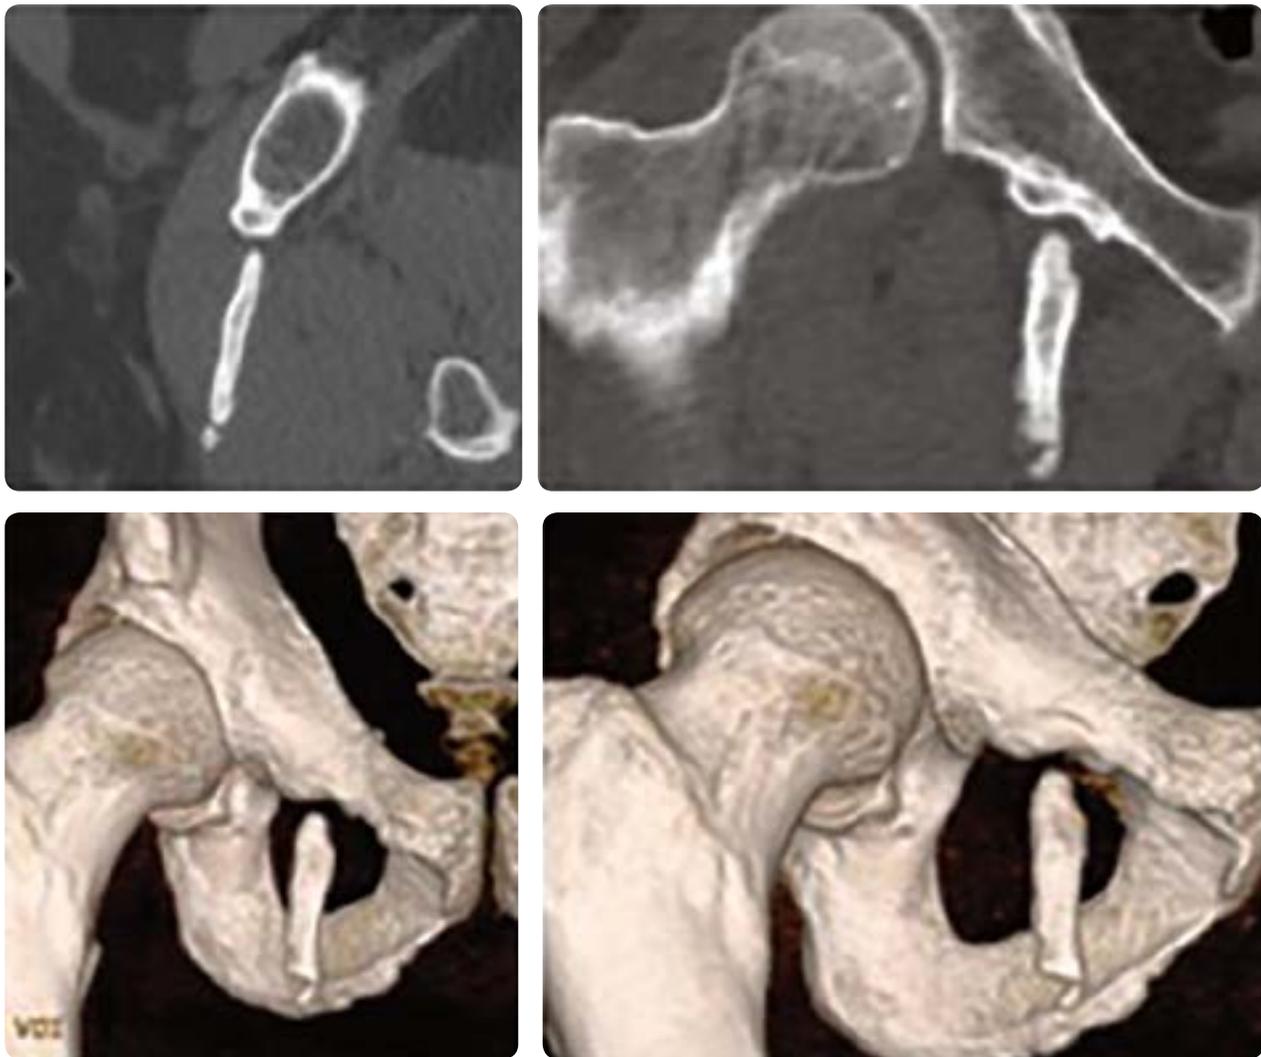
Cortes sagital y coronal de TC (superior) y reconstrucciones tridimensionales (inferior): se confirma la presencia de una estructura lineal osificada en los tejidos blandos del aspecto anterior y medial de la cadera derecha, que se extiende desde el pubis hasta la altura de los músculos aductores.
